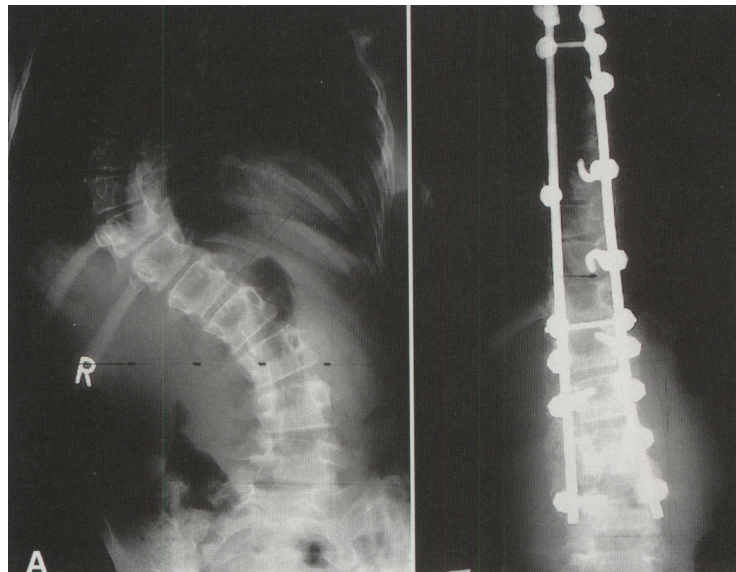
Posterior-anteriores Röntgenbild einer idiopathischen Adolezentenskoliose vor und nach Operation (Knochengruppe)
